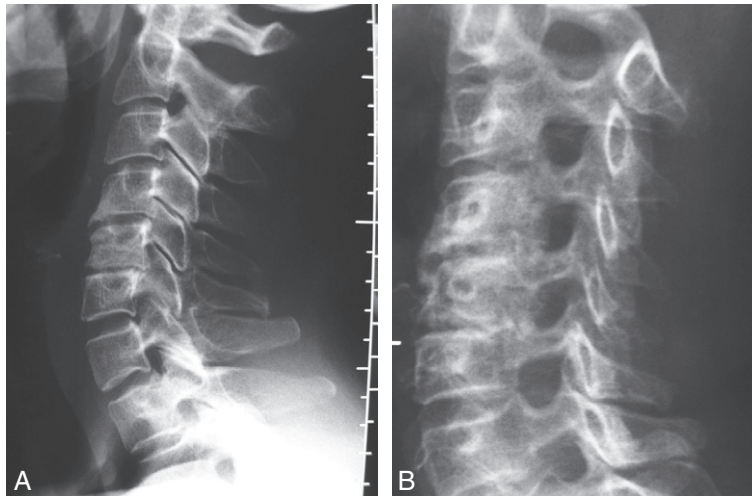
Radiographies du rachis cervical de profil (A) et de trois quarts gauche (B). Uncodiscarthrose C4-C5 et C5-C6 rétrécissant les foramens.
